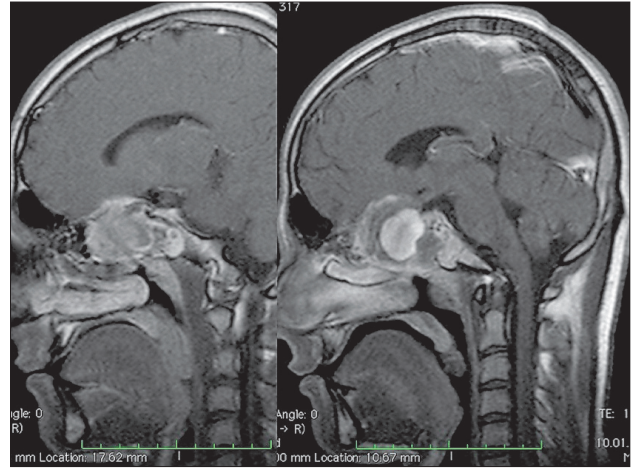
Дані МРТ головного мозку, сагітальні зрізи
